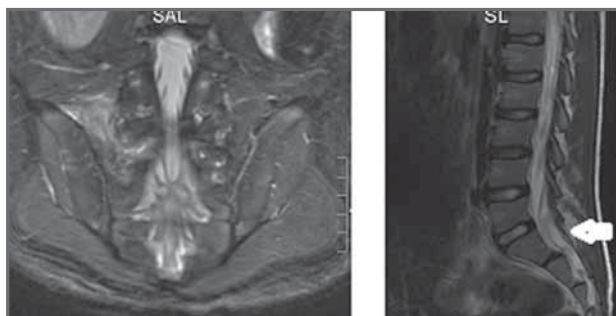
RM de control realizada a los 15 días del tratamiento.
